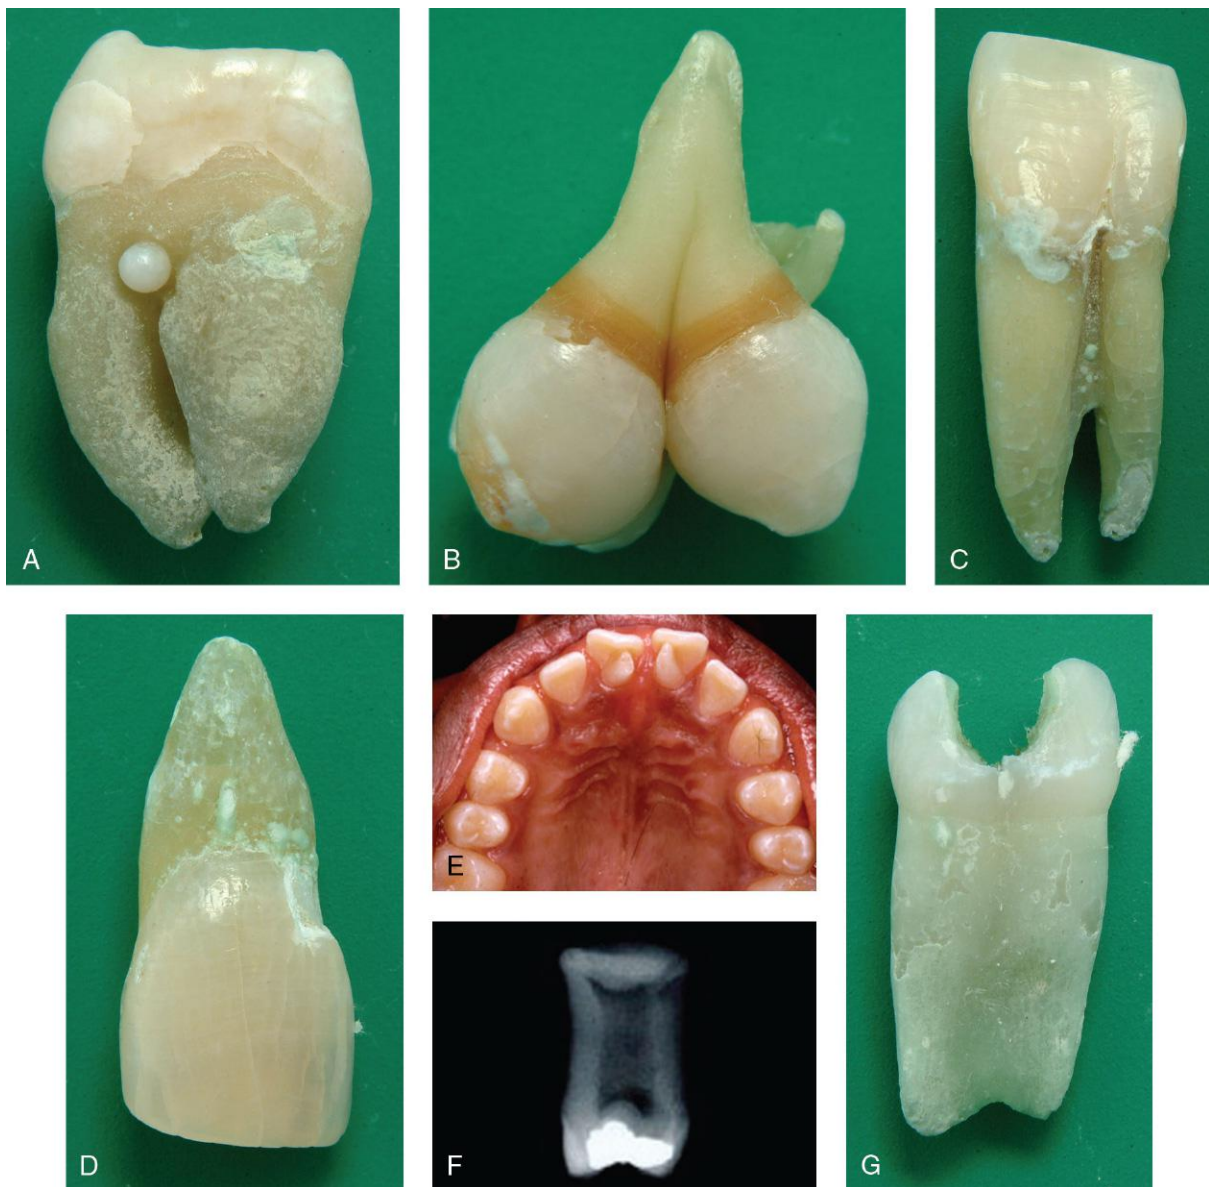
Defectos congénitos frecuentes de los dientes. A, Perla de esmalte (furcación de un tercer molar maxilar permanente). B, Geminación y tinción por tetraciclina (tercer molar maxilar). C, Fusión (incisivos centrales y laterales mandibulares permanentes). D, Raíz excesivamente corta (incisivo central maxilar permanente microdóntico). E, Invaginación dental (prominencias oclusales en talón en la superficie lingual del incisivo central maxilar permanente). F, Diente taurodonto (radiografía de la superficie medial del segundo molar maxilar permanente). G, Fusión (incisivos centrales y laterales mandibulares primarios). (Por cortesía del doctor Blaine Cleghorn, Faculty of Dentistry, Dalhousie University, Halifax, Nova Scotia, Canadá.)
